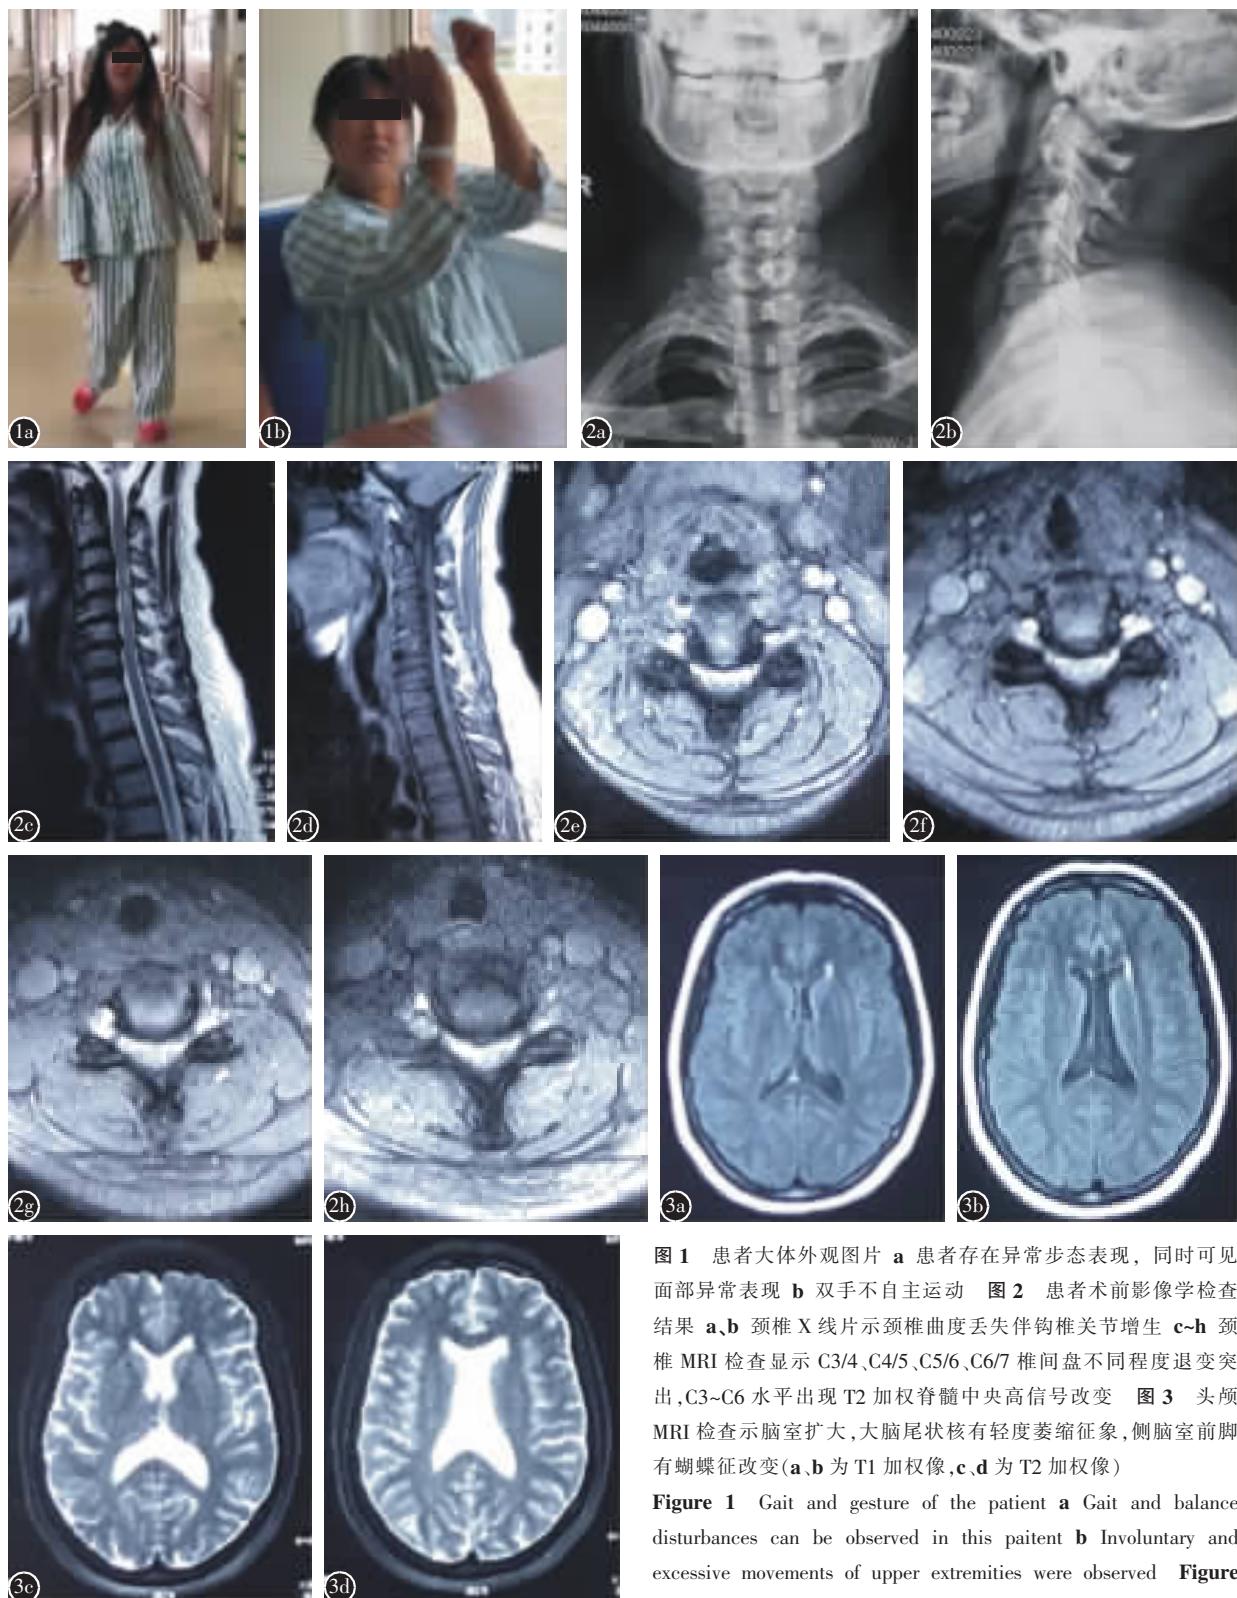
患者大体外观图片 a 患者存在异常步态表现，同时可见面部异常表现 b 双手不自主运动 图2 患者术前影像学检查结果 a,b 颈椎X线片示颈椎曲度丢失伴钩椎关节增生 c-h 颈椎MRI检查显示C3/4、C4/5、C5/6、C6/7椎间盘不同程度退变突出，C3~C6水平出现T2加权脊髓中央高信号改变 图3 头颅MRI检查示脑室扩大，大脑尾状核有轻度萎缩征象，侧脑室前脚有蝴蝶征改变(a,b为T1加权像，c,d为T2加权像)
